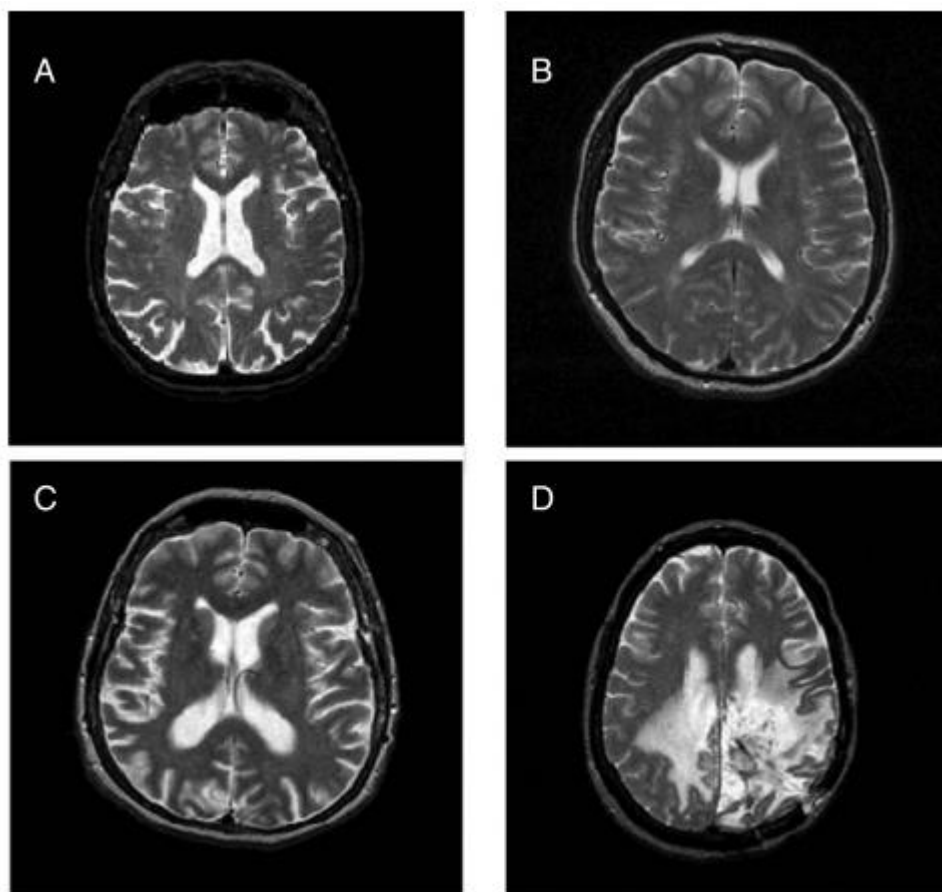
Зразки МРТ-зображень: А – нормальна МРТ; В – МРТ з гострим інсультом; С – МРТ з хворобою Альцгеймера; D – МРТ з пухлиною
